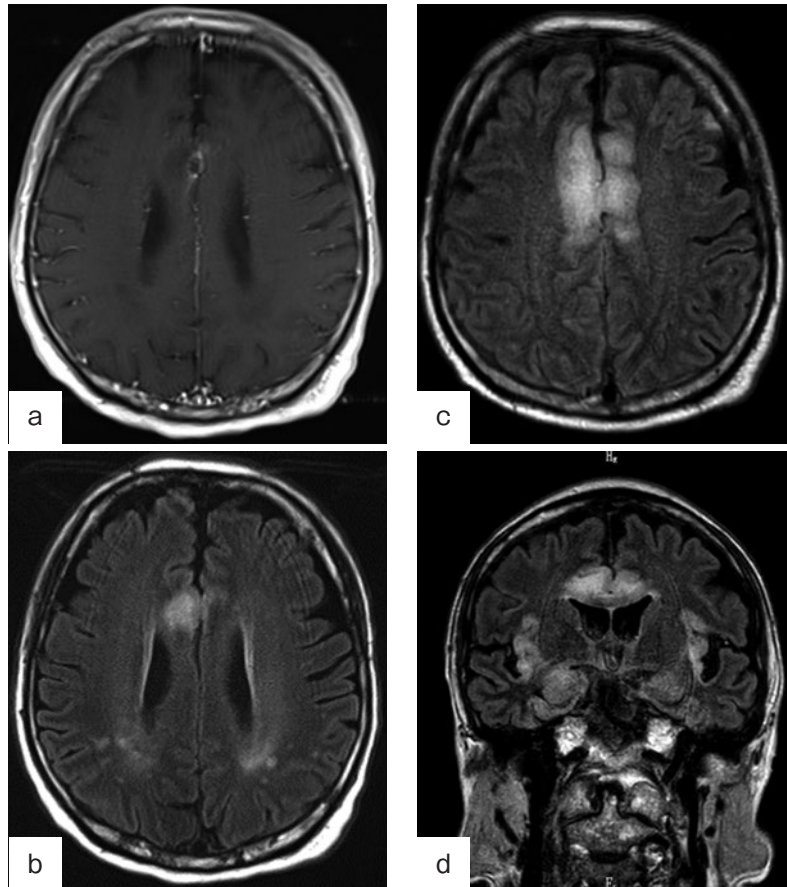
頭部MRI. (a, b) 入院時 (造影). (a) Gd-T1 画像. 右前頭葉皮質大脳縦裂部に ring enhancement を伴う病変を認める. (b) FLAIR 画像. a と同部位に高信号域を認める. (c, d) 第6病日 (単純). 右前頭葉皮質のFLAIR 画像高信号域は, 両側辺縁系まで拡大を認める.
